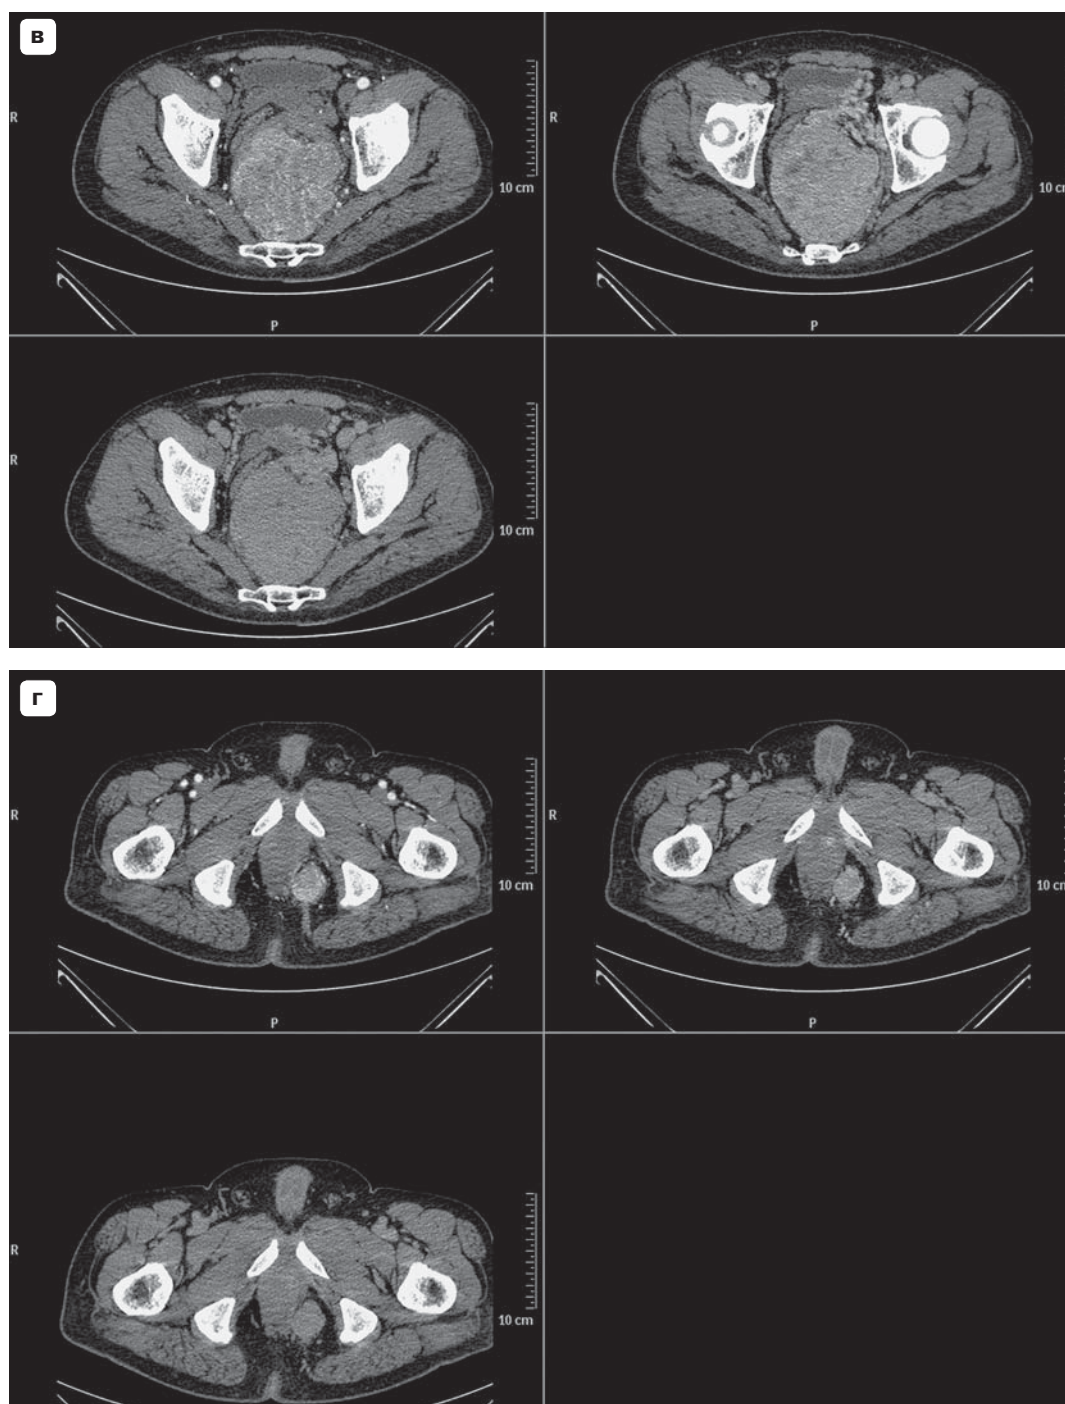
(окончание). Первичная МСКТ-диагностика.
